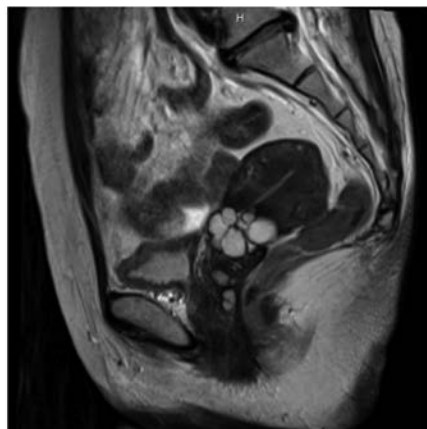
骨盤MRI画像 T2強調矢状断と水平断。子宮頸部にコスモサインを認める。充実部分なし。
